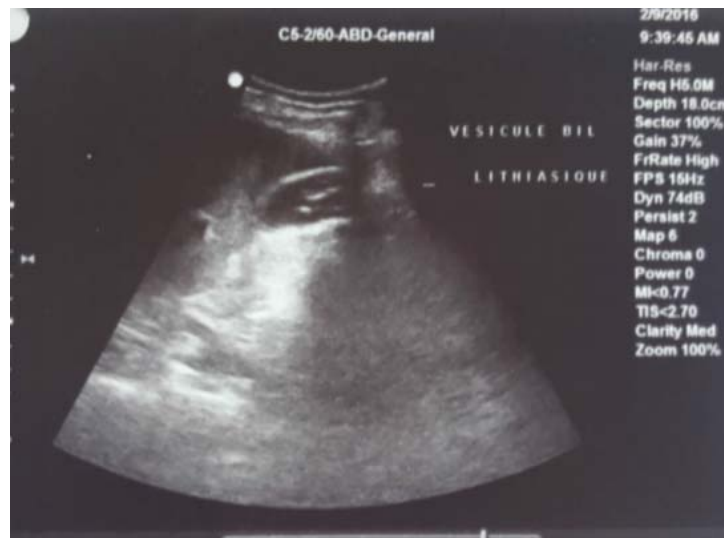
Image échographique d'une VB multi lithiasique au cours d'une pancréatite aigue
